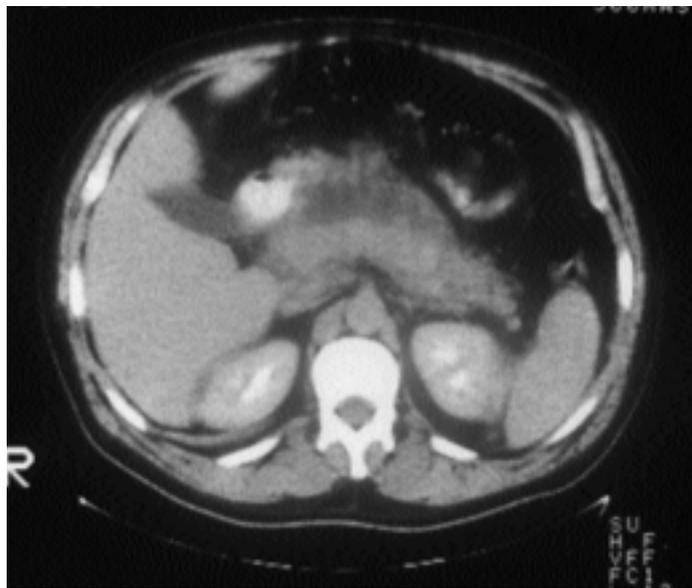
Tomografía. Necrosis infectada en pancreatitis aguda.
